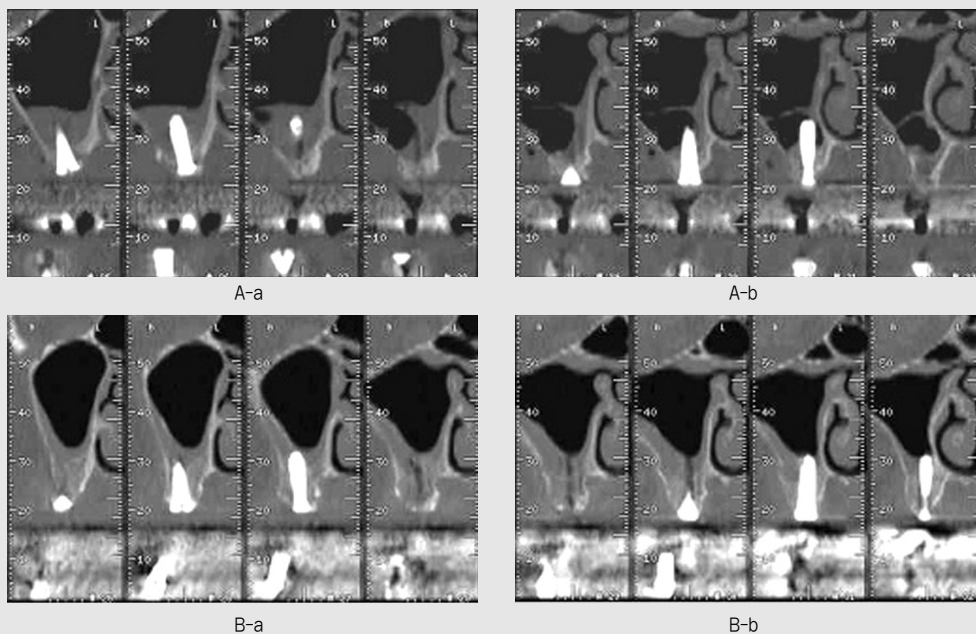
Comparison of CT views
